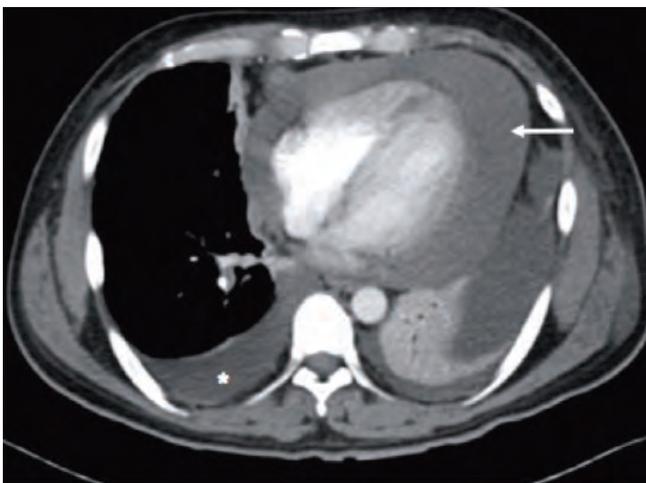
Reconstrucción axial de tomografía contrastada de tórax, donde se observa derrame pericárdico (Flecha) y derrame pleural derecho (*).
